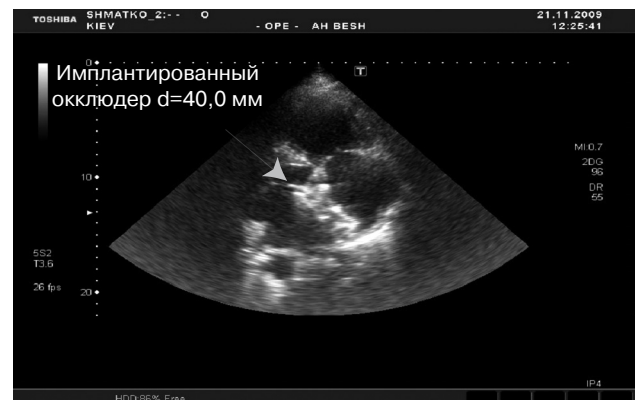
Эхокардиография после операции. Имплантирован окклюдер диаметром 40 мм.
